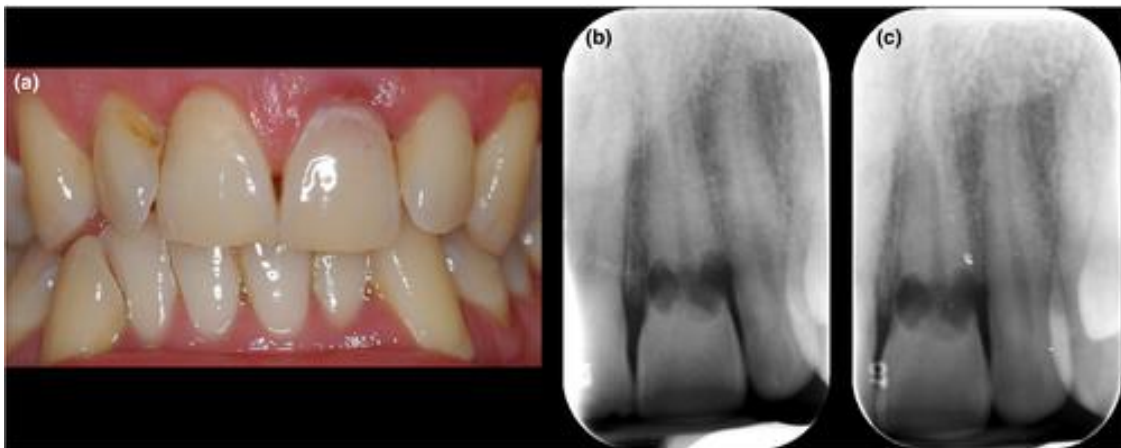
Decoloración rosada en la cara labial del diente 21. (a) La fotografía clínica de una decoloración rosada con cavitación en el margen gingival, (b,c) radiografías periapicales de paralaje revelan la RCE del diente 21, las paredes del canal son visibles a través de las lesiones de reabsorción. (28)
